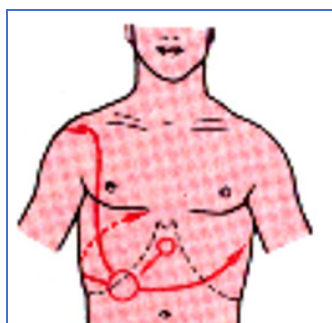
Sediul și iradierea durerii biliar Fig.I.40. Ecografie abdominală. Diskinezie biliară hipotonă
